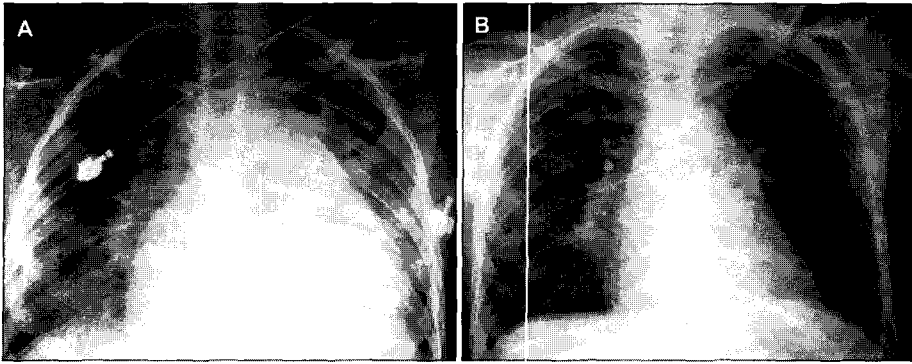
Chest X-ray obtained before (A) and after (B) corticosteroid therapy. The cardiomegaly was refractory to repeated pericardiocentesis but improved after corticosteroid therapy.
